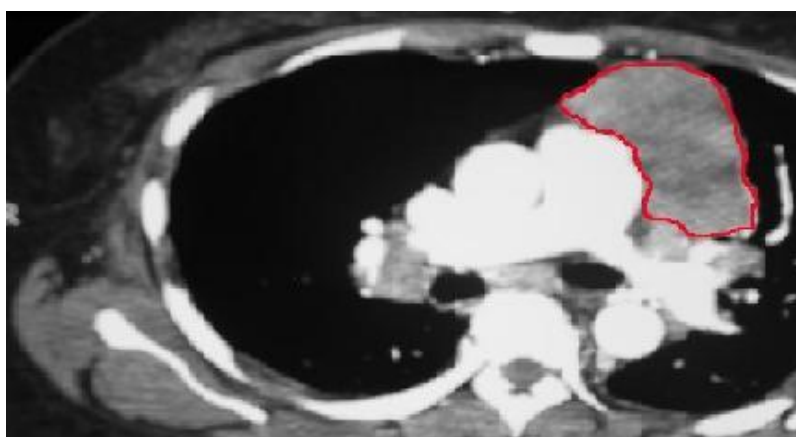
CT Scan of chest showing enlarged thymus gland (Thymoma)
